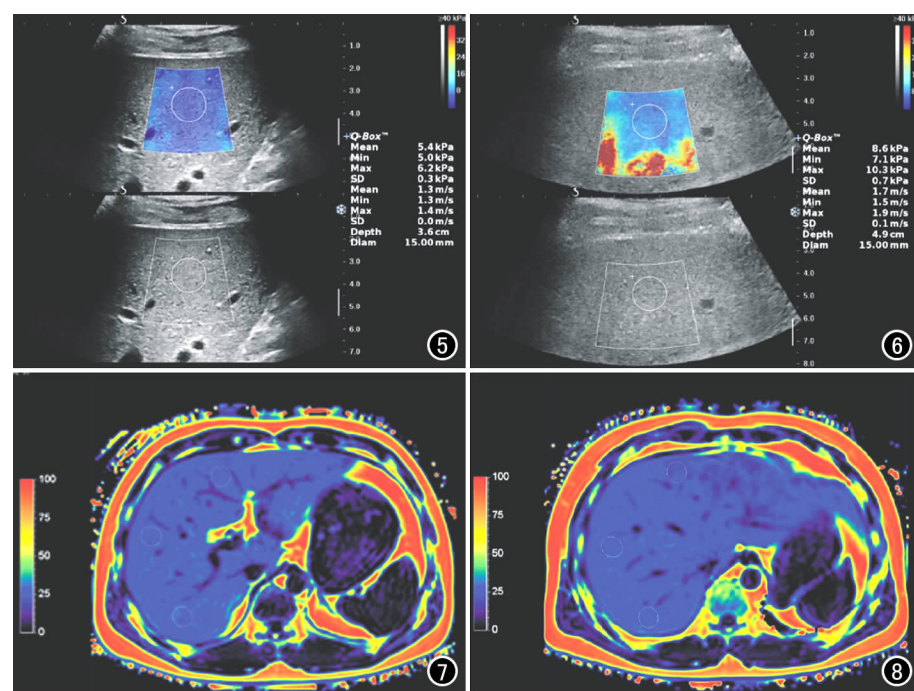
采用超声 SWE 弹性成像技术在肝右叶 S5/6 段切面上选择感兴趣区测量硬度值 (kPa_{Mean}) 和速度值 (m/s_{Mean})。图 6 采用超声 SWE 弹性成像技术在肝右叶 S5/6 段另一切面上选择感兴趣区测量硬度值 (kPa_{Mean}) 和速度值 (m/s_{Mean})。图 7 采用磁共振 mDixon 序列在肝门静脉处横断面图像上选择感兴趣区测量脂肪含量。图 8 采用磁共振 mDixon 序列在第二肝门处横断面图像上选择感兴趣区测量脂肪含量。
